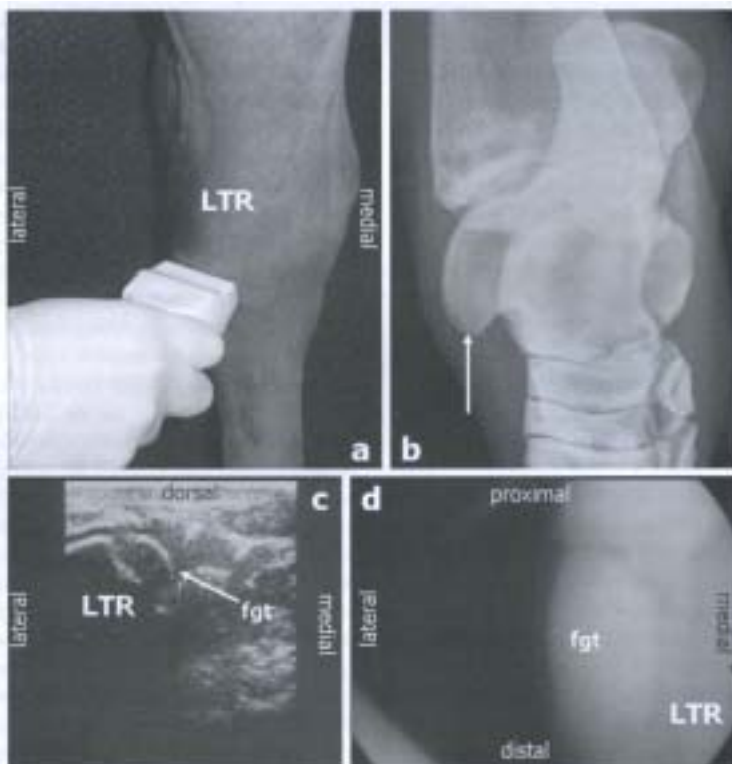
(a) 右距骨外側滑車 (LTR) 遠位面の超音波横断走査位置
